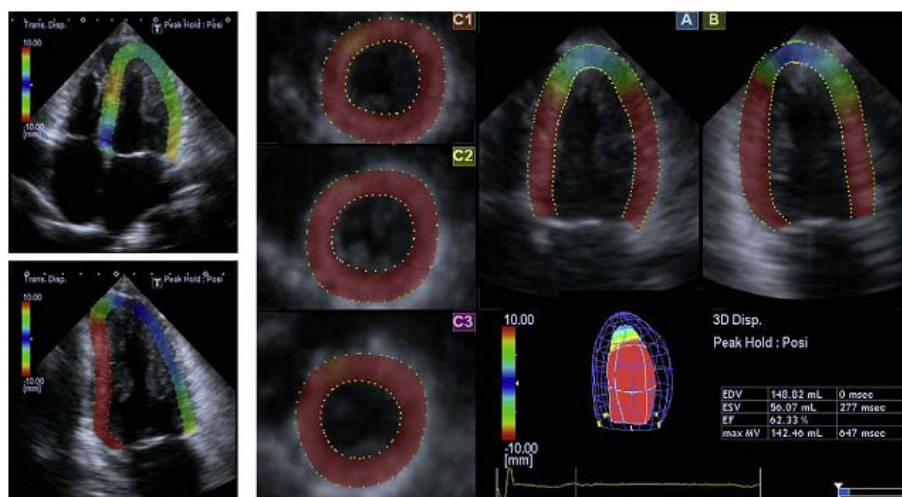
一名室壁呈向心性肥厚但左室功能正常的患者的收缩末期超声图像：2D STE(左上，心尖四腔[A4C]切面；左下，心尖两腔[A2C]切面)和从实时 3D 超声心动图摘录的 3D STE (右，[A]和[B]: A4C 和 A2C 切面；[C1-C3]: 从心尖到心底的短轴切面)。两个 2D 切面的彩色模式都显示了测量部位位移的显著变异性，表现为尽管左室功能正常，但是颜色不同，反映了斑点运动时移出了观察平面。相比之下，3D 的短轴切面和心尖切面显示了明显较好色彩的均一性，与左室功能正常一致，在这两个切面也可以观察到心内膜移位向 LV 心尖方向逐渐减低的特点。经 Nesser 等同意后复印²¹。
